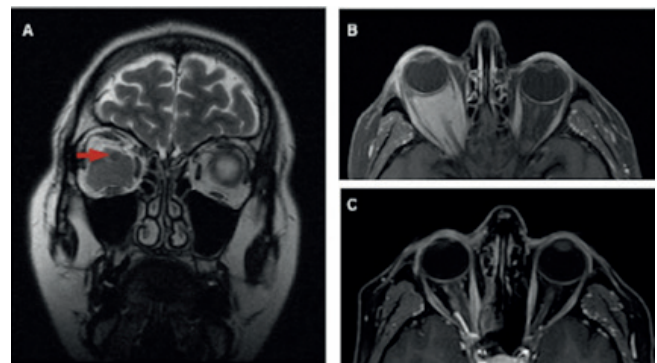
RMN craneal. A. La secuencia T2 muestra una lesión intraconal hipointensa (flecha: nervio óptico). B. Corte coronal en T1 con contraste, hipercaptación de la lesión. C. La RMN de las órbitas tras el tratamiento. Se muestra una disminución del volumen tumoral en T1 con gadolinio.
